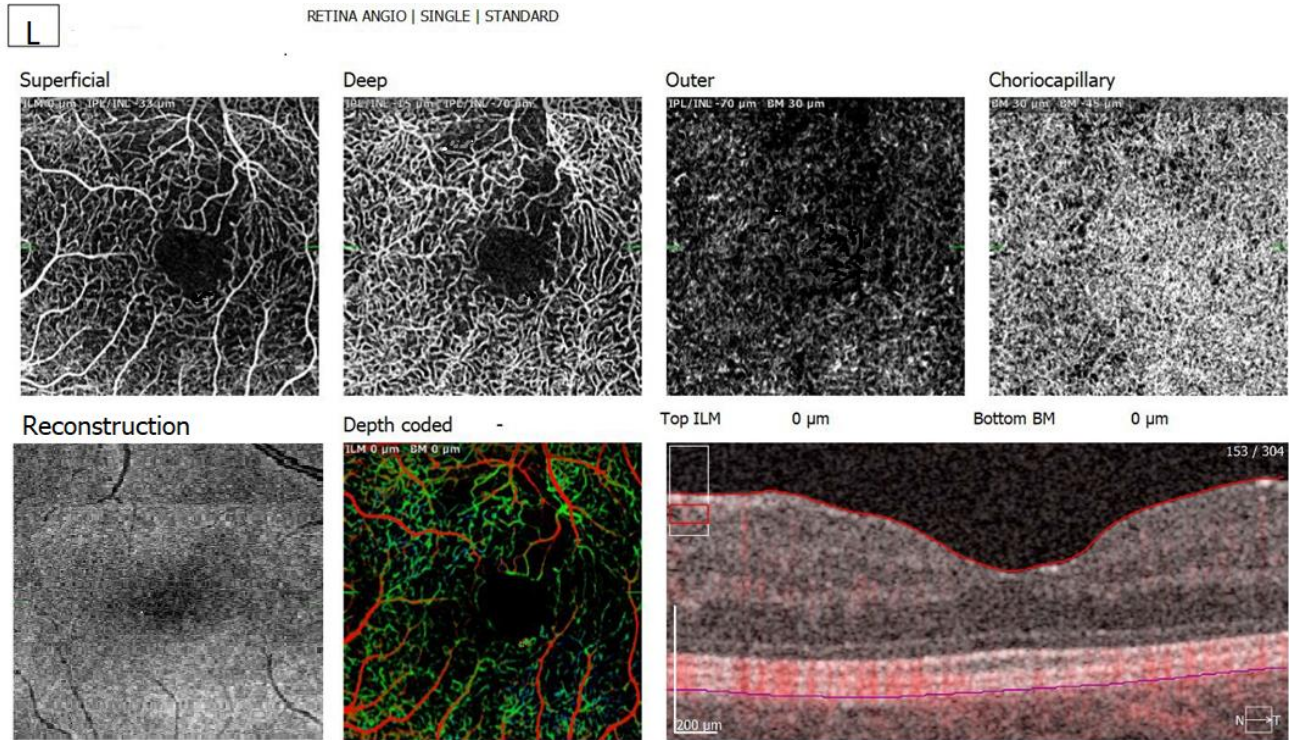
Зображення оптичної когерентної томографії ангіографії (ОСТ-А) ураженого ока пацієнта II групи у терміні спостереження 3 місяці.
